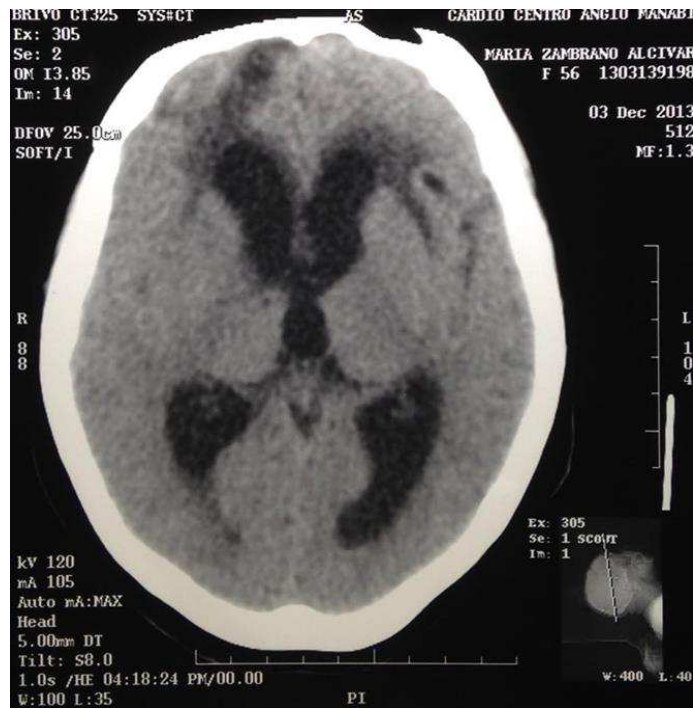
Tomografía computarizada de cerebro, imágenes postoperatorias de evolución y seguimiento corte axial.
